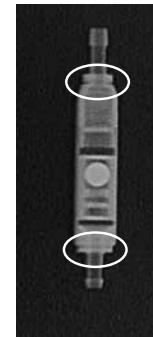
Radiografía de la paed/GAV (9/24 cmH<sub>2</sub>O)
